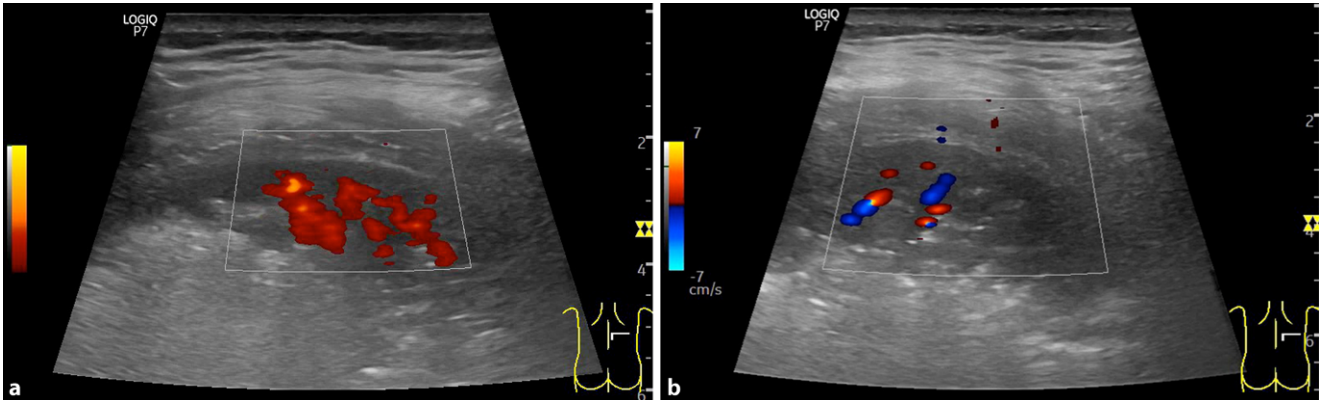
a Dorsales Konsolidierungsareal *rechts* (Tag 1 nach Intubation, gleiches Lungenareal wie Abb. 9). Die Perfusion des Gewebes kann hier mittels amplitudenkodiertem Farbdoppler noch deutlich bis nah an die Lungenoberfläche gezeigt werden. b Das gleiche Konsolidierungsareal zeigt 2 Tage später eine reduzierte Perfusion, hier mit richtungkodierter Farbdopplertechnik dargestellt. Die Untersuchungen wurden beide mit für langsame Flüsse optimierter niedriger Pulsrepetitionsfrequenz (PRF) durchgeführt. Beide Bilder wurden in der amplitudenstärksten Sequenz fixiert und zeigen daher die zum Untersuchungszeitpunkt maximal mögliche Flussdarstellung. (Bildnachweis: A. Seibel)
